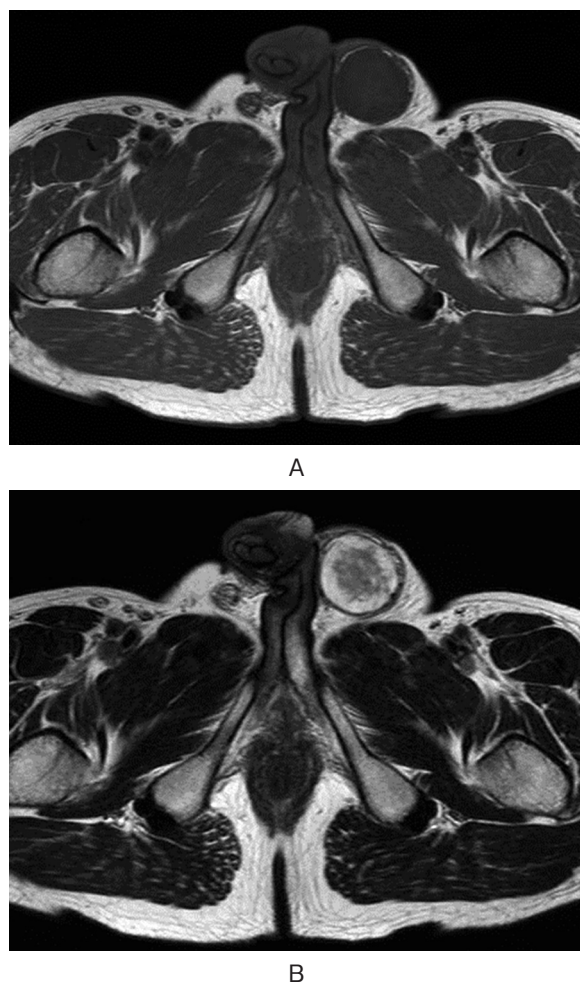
MRI demonstrated a solid mass in the left inguinal region. The signal intensity of the mass was low on T1-weighted images (A), high on T2-weighted images with central low signal intensity (B).
